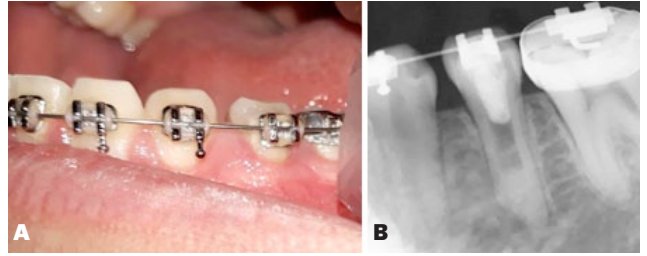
Control a los 6 años. A. Imagen clínica. B. Rx Periapical
